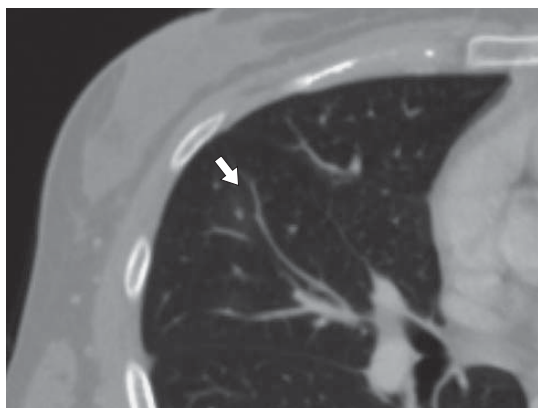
КТ груди, аксиальный срез. Больной с инвазивным аспергиллезом легких, в S_{IV} правого легкого выявляется симптом “гало” (стрелка).
